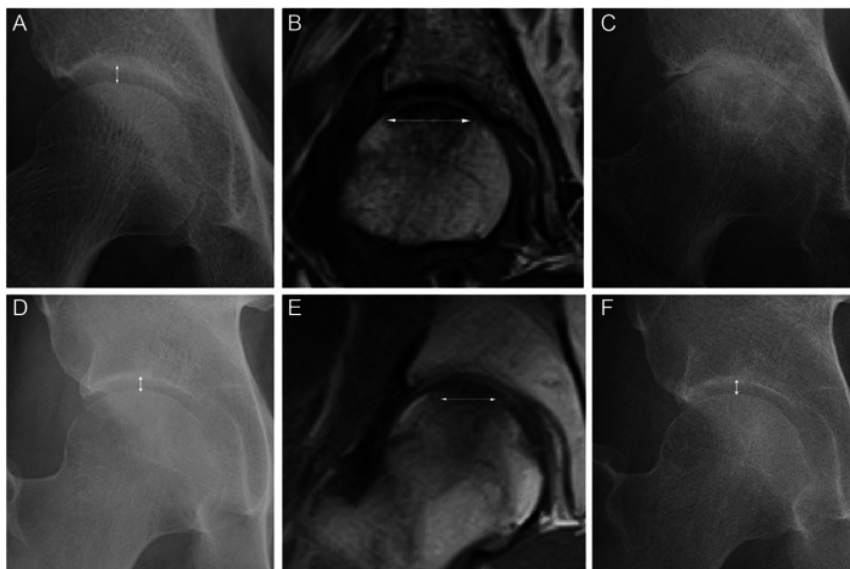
A 股関節痛を有する68歳女性の初診時の股関節X線写真。B 同じ週の股関節のT1WI (MRI)画像。C 最終フォローアップ時の股関節X線写真。D 股関節痛を有する47歳男性の初診時の股関節X線写真。E 同じ週の股関節のT1WI (MRI)画像。F 最終フォ
